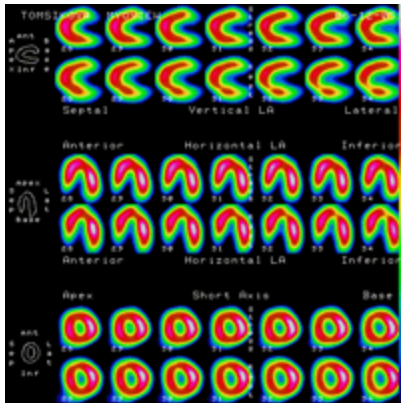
Perfúzna scintigrafia myokardu
